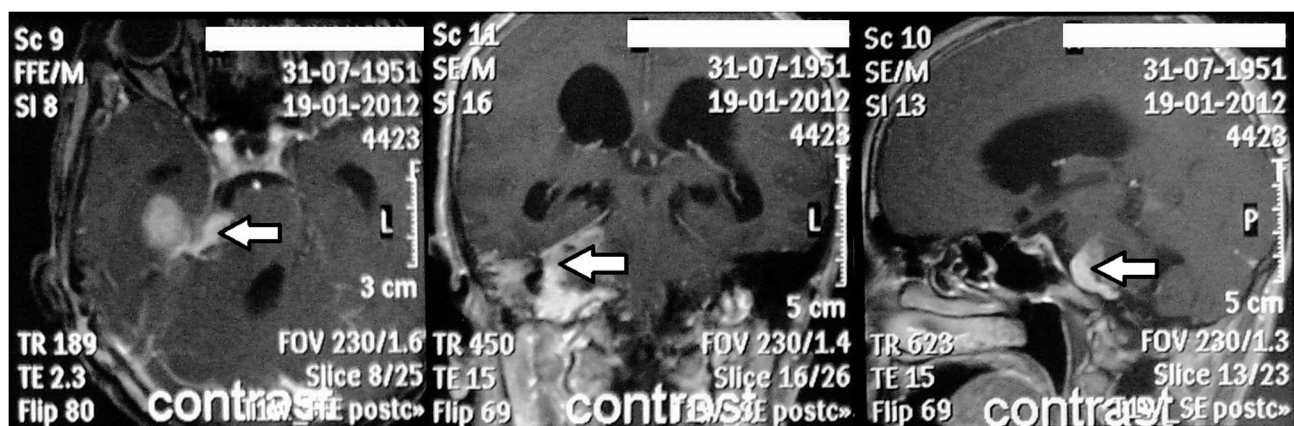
СКТ головного мозга больной Ч., 60 лет, до операции.
